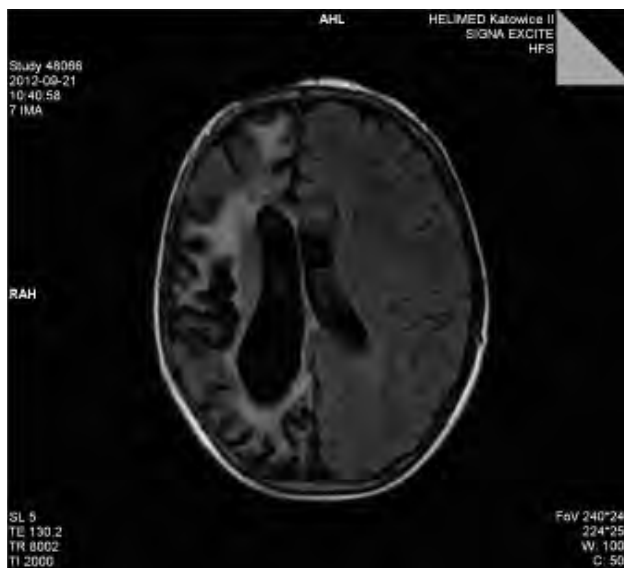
MR głowy (28.09.2011); asymetria w obrębie półkul mózgu. *MRI of the head (28.09.2011); asymmetry within the brain hemispheres.*
